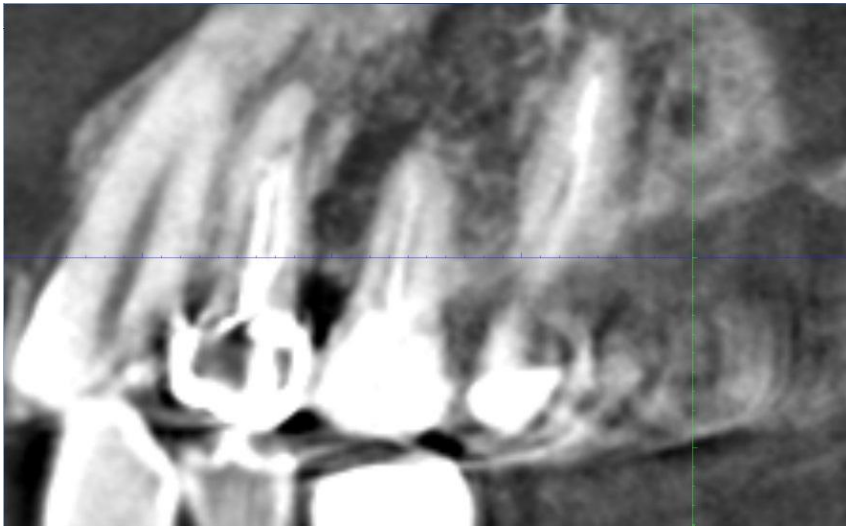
Тот же больной. Компьютерная томография верхней челюсти. Определяются патологические костные карманы в области 24,26,27 зубов, деструкция межальвеолярных перегородок на 7-8мм.
